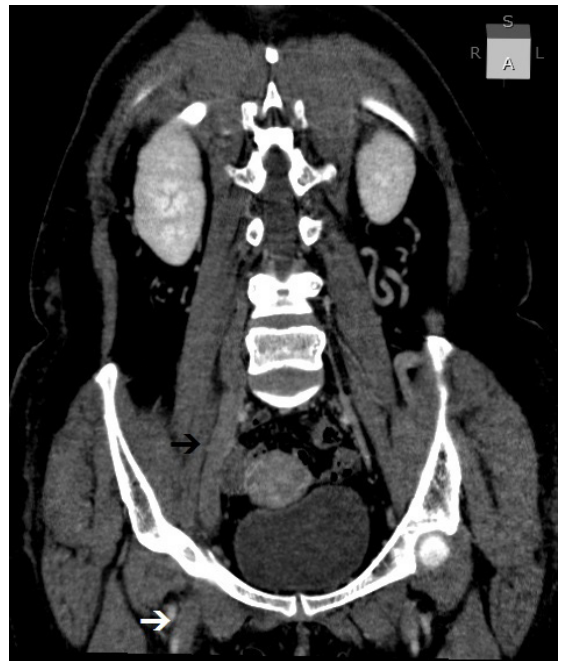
Venous angiotomography, coronal anterior oblique view, showing venous thrombosis of the right common femoral vein (white arrow) and the right lumbar plexus (black arrow).
